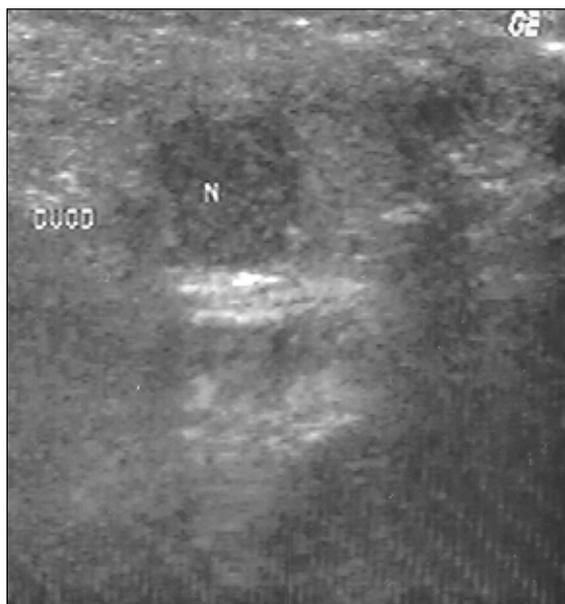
Ultra-sonografia intraoperatória demonstrando pequeno insulinoma (N) pancreático cefálico, hipocogênico, com 0,5 cm, somente identificado por este método. (DUOD, duodeno.)
